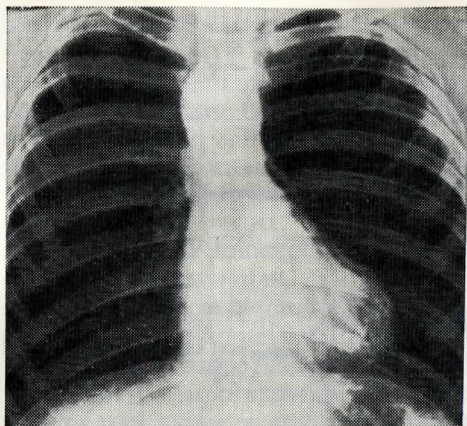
29. Рентгенограмма грудной клетки мальчика в возрасте 8 лет с тетрадой Фалло.
